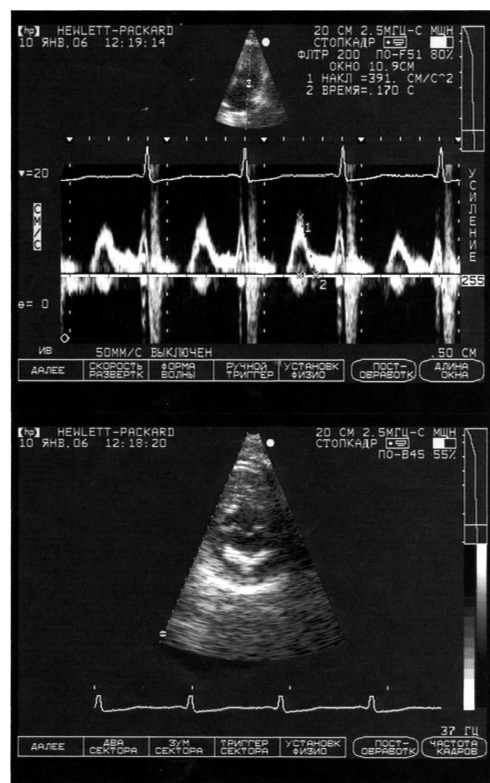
Двухмерная эхокардиография у больного с КМК.
